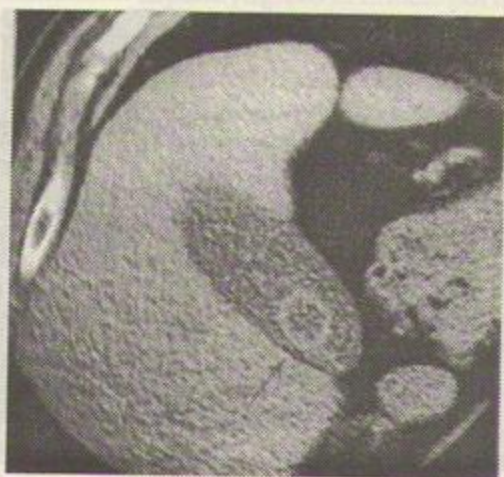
Secțiune CT în planul veziculei biliare, evidențiind un calcul cu pereți calcar extrem de subțiri.
